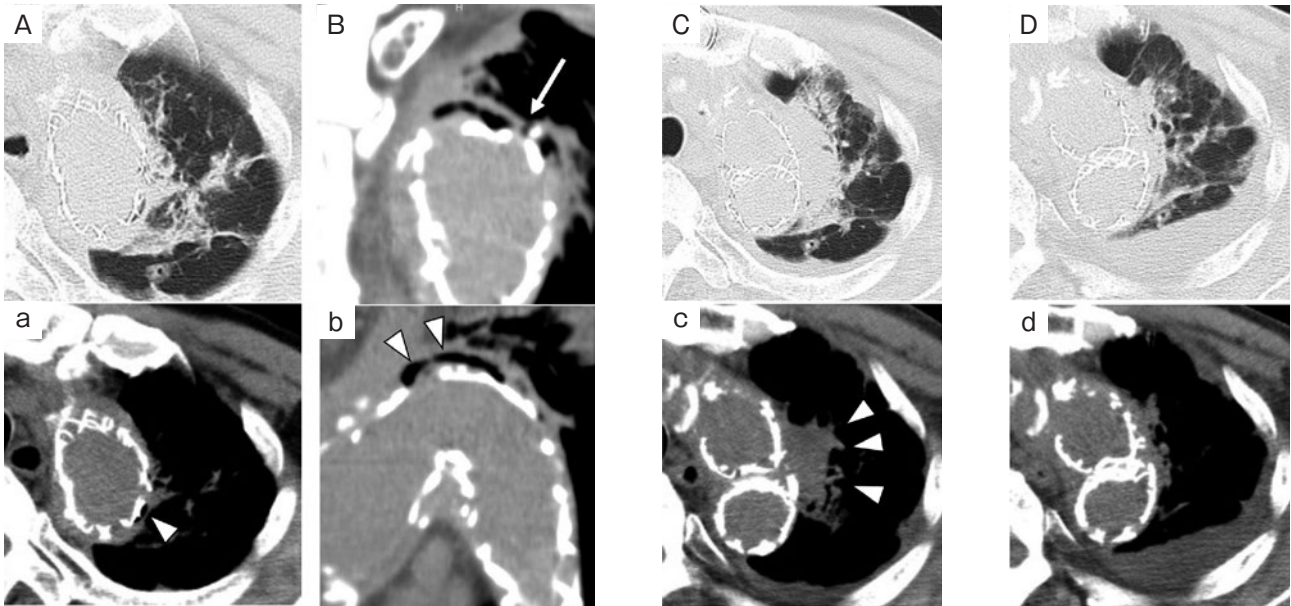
胸部単純CT所見。(A, a, B, b)入院前非結核性抗酸菌症治療開始時。(A)左肺上葉のグラフト周囲に浸潤影を認めた。(a)グラフト周囲にガス像を伴っていた(矢頭)。(B)冠状断。人工血管の外側と大動脈壁との間に空隙を認めた。空隙から肺へと通じるように大動脈壁に裂隙を認めた(矢印)。(b)傍矢状断。人工血管の外側と大動脈壁との間に空隙を認めた(矢頭)。(C, c)入院後人工血管アスペルギルス感染症診断時。グラフト周囲の浸潤影が増大していた(c, 矢頭)。(D, d)抗真菌薬治療開始後。陰影は改善傾向を認めた。
